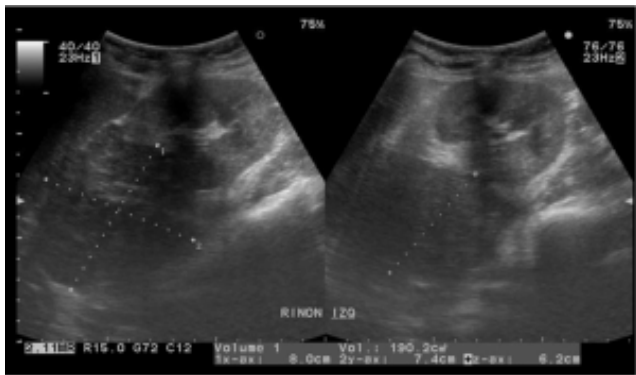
Ultrasonido abdominal. Presencia de masa retroperitoneal en fosa renal izquierda.
